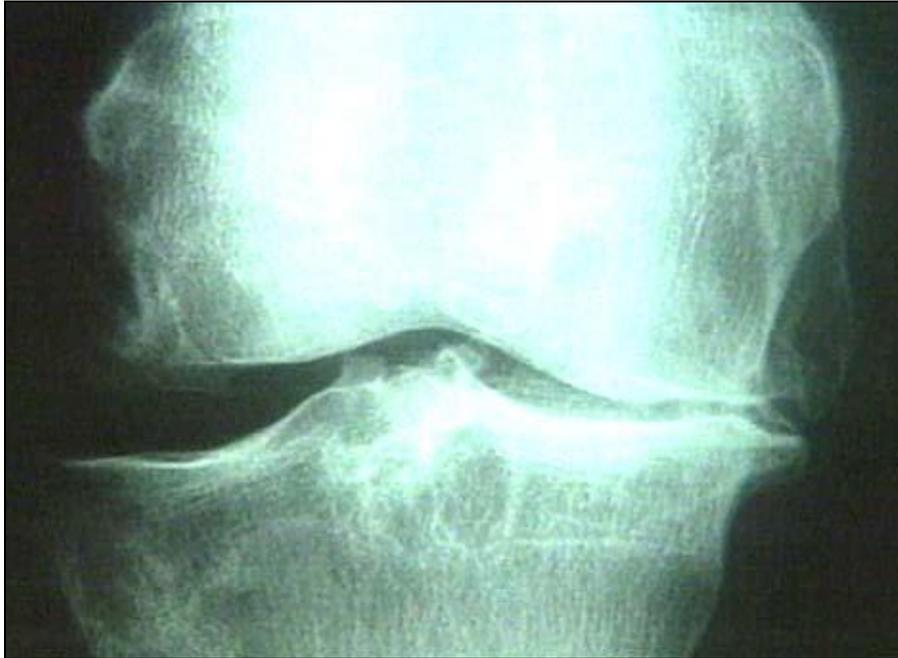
Radiografia demonstrando diminuição do espaço articular do compartimento medial do joelho esquerdo
